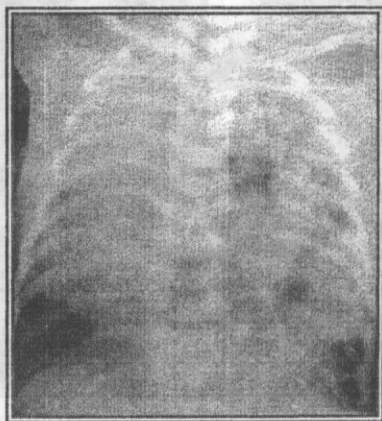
Radiografie preoperatorie a cutiei toracice. Hernie diafragmatică falsă pe stînga.
